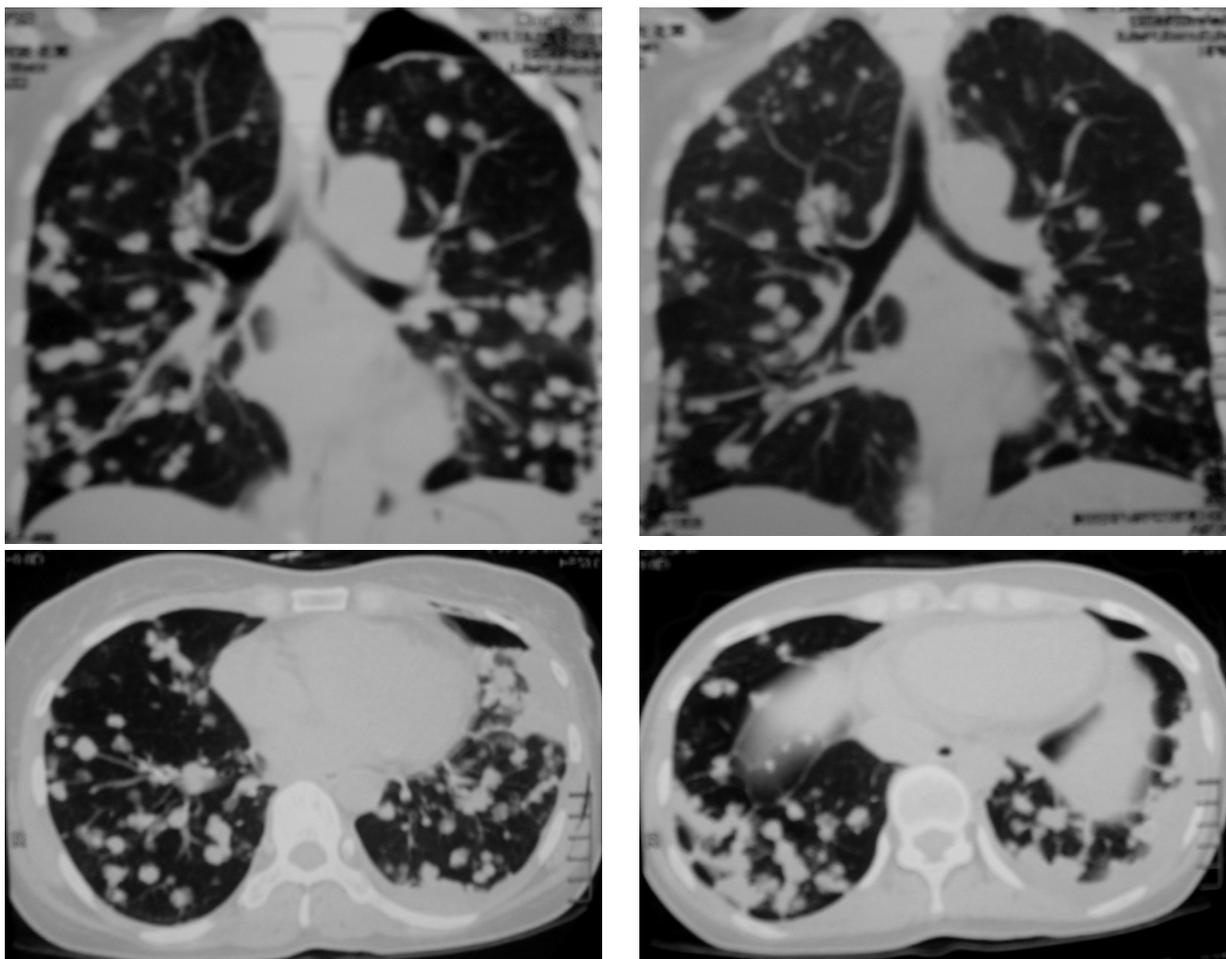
Компьютерная томограмма больной О., 1971 г.р. от 04.10.2011 г. Множественные полиморфные очаги и патологические образования, расположены хаотично, часть из них имеют связь с артериальными сосудами легких
